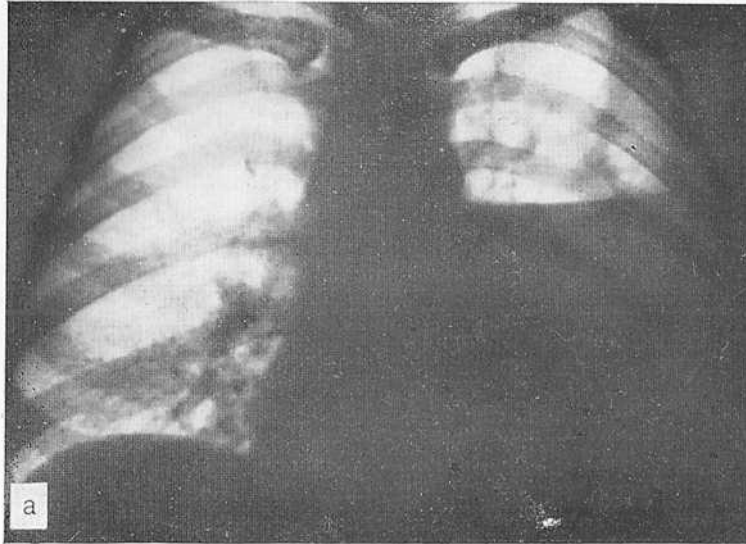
Рентгенограмма больного Т. Гигантский абсцесс нижней доли левого легкого.
